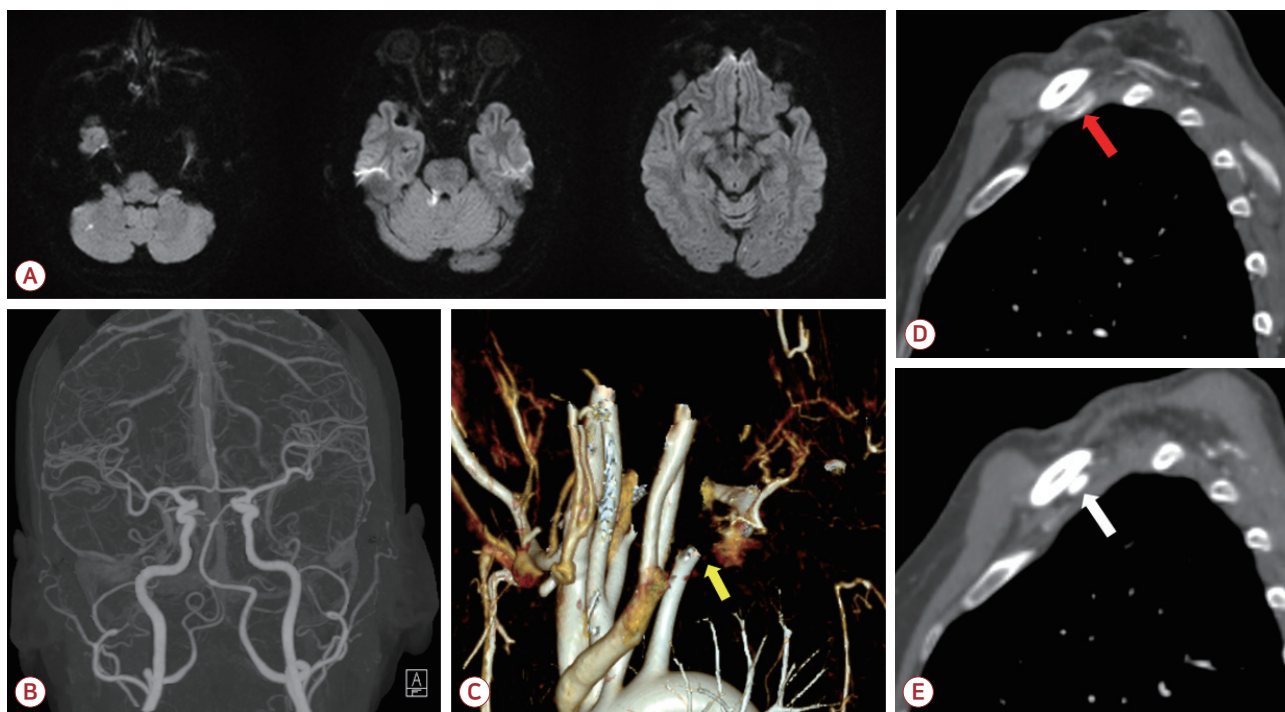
Magnetic resonance imaging and computed tomographic angiography on admission. (A) Diffusion weighted imaging showing acute multiple embolic infarctions of the right cerebellum, cerebellar peduncle, and left posterior lobe. (B) Intracranial computed tomography (CT) angiography. No remarkable abnormal findings except hypoplastic right vertebral artery. (C) Reconstruction of upper extremity CT angiography on the second day of admission showing occlusion of the left brachial artery just after the origin of the left vertebral artery (yellow arrow). (D, E) Sagittal view of upper extremity CT showing the subclavian artery. Luminal narrowing with absent blood flow and thrombosis on the left side versus patent artery (red arrow) between the clavicle and accessory rib on the right side (white arrow).
